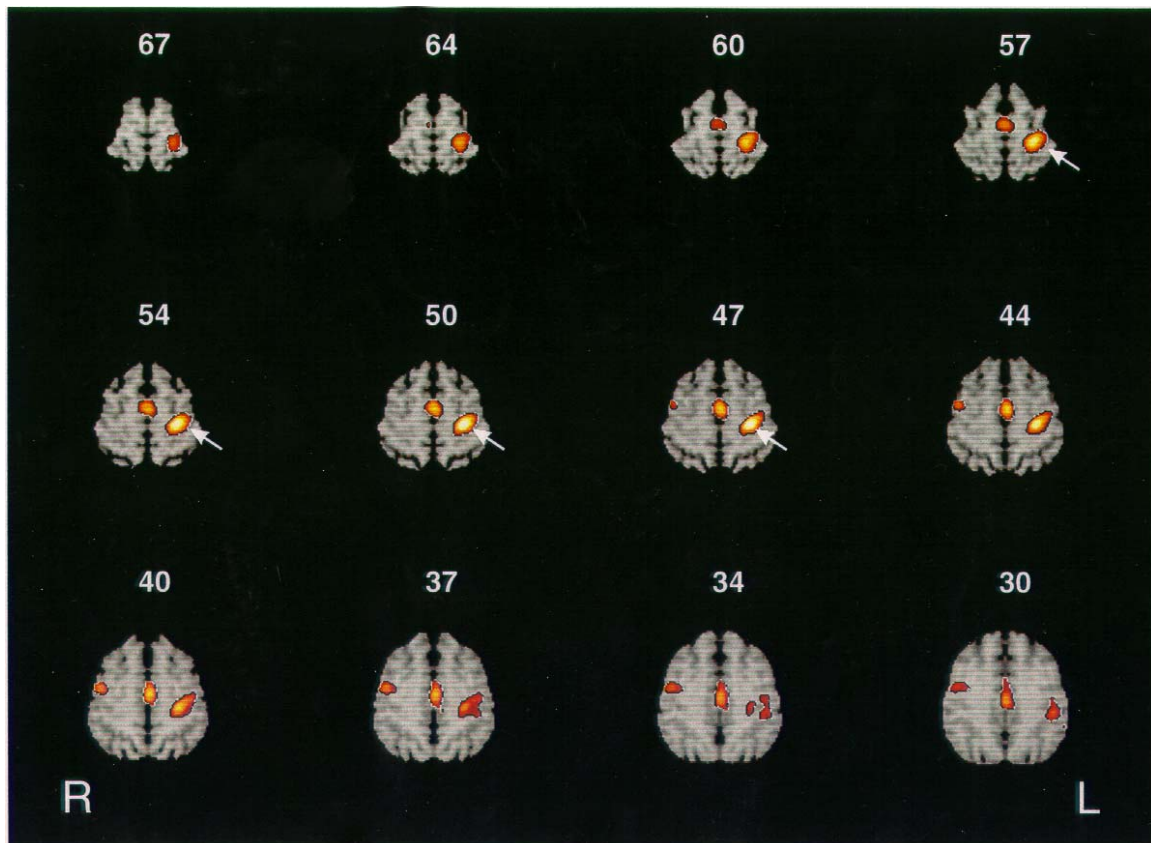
Farbkodierte Darstellung der relativen rCMRglc-Zunahmen im frontal motorischen Kortex während einer überschwellig 2 Hz rTMS der SM1_{Hand} verglichen mit der Ruhebedingung. Die farbkodierten statistischen Karten („Maps“) wurden auf stereotaktisch normalisierte T1-gewichtete MRI Bilder überlagert. Der statistische Schwellenwert wurde auf ein unkorrigiertes $p < 0,01$ festgelegt, um die räumliche Ausdehnung der jeweiligen rCMRglc Zunahme und das Fehlen zusätzlicher Veränderungen der rCMRglc in frontalen Kortexarealen zu verdeutlichen.
